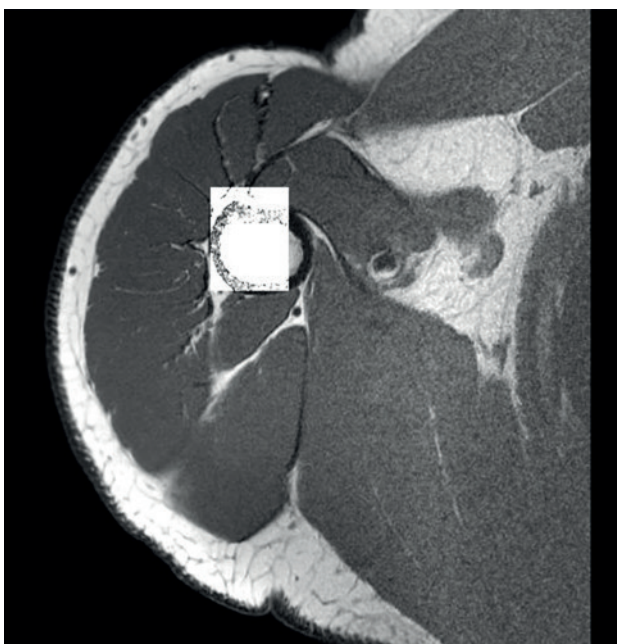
IRM bruitée d'une épaule (facteur multiplicatif de 10 appliqué sur une zone rectangulaire), PSNR = 46,25 dB.
